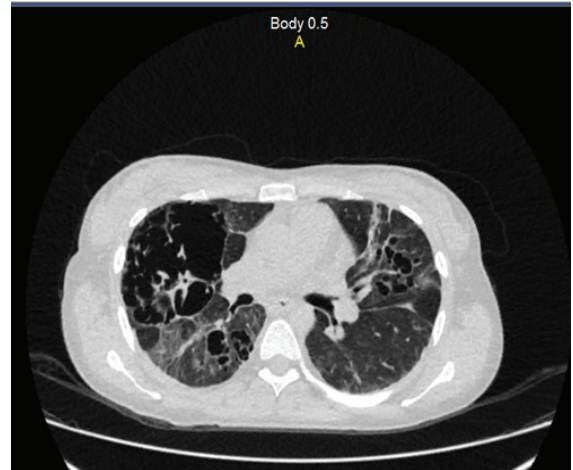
Аксиальный срез контрольной КТ больной Б. спустя 11 дней
